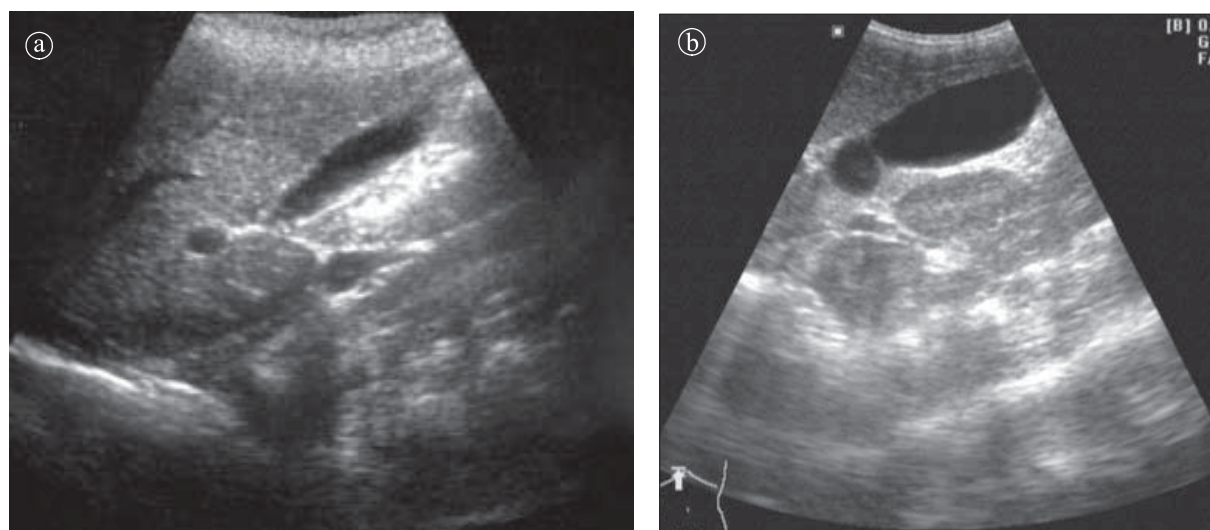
Colecist normal 2 ani. Ecografie. a) Secțiune longitudinală. b) Colecist normal 6 ani. Lungimea colecistului este mai mică decât a rinichiului.
